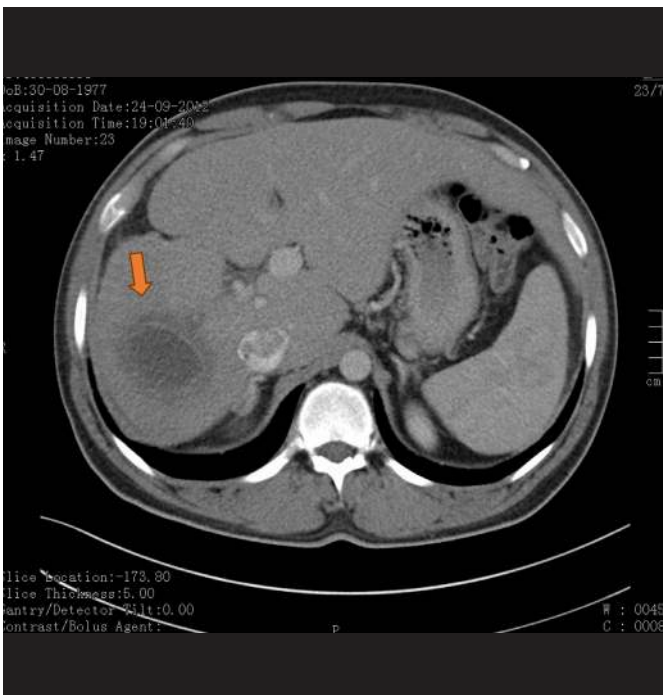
TAC Abdominal de controlo – Caso Clínico 1 (corte axial)
